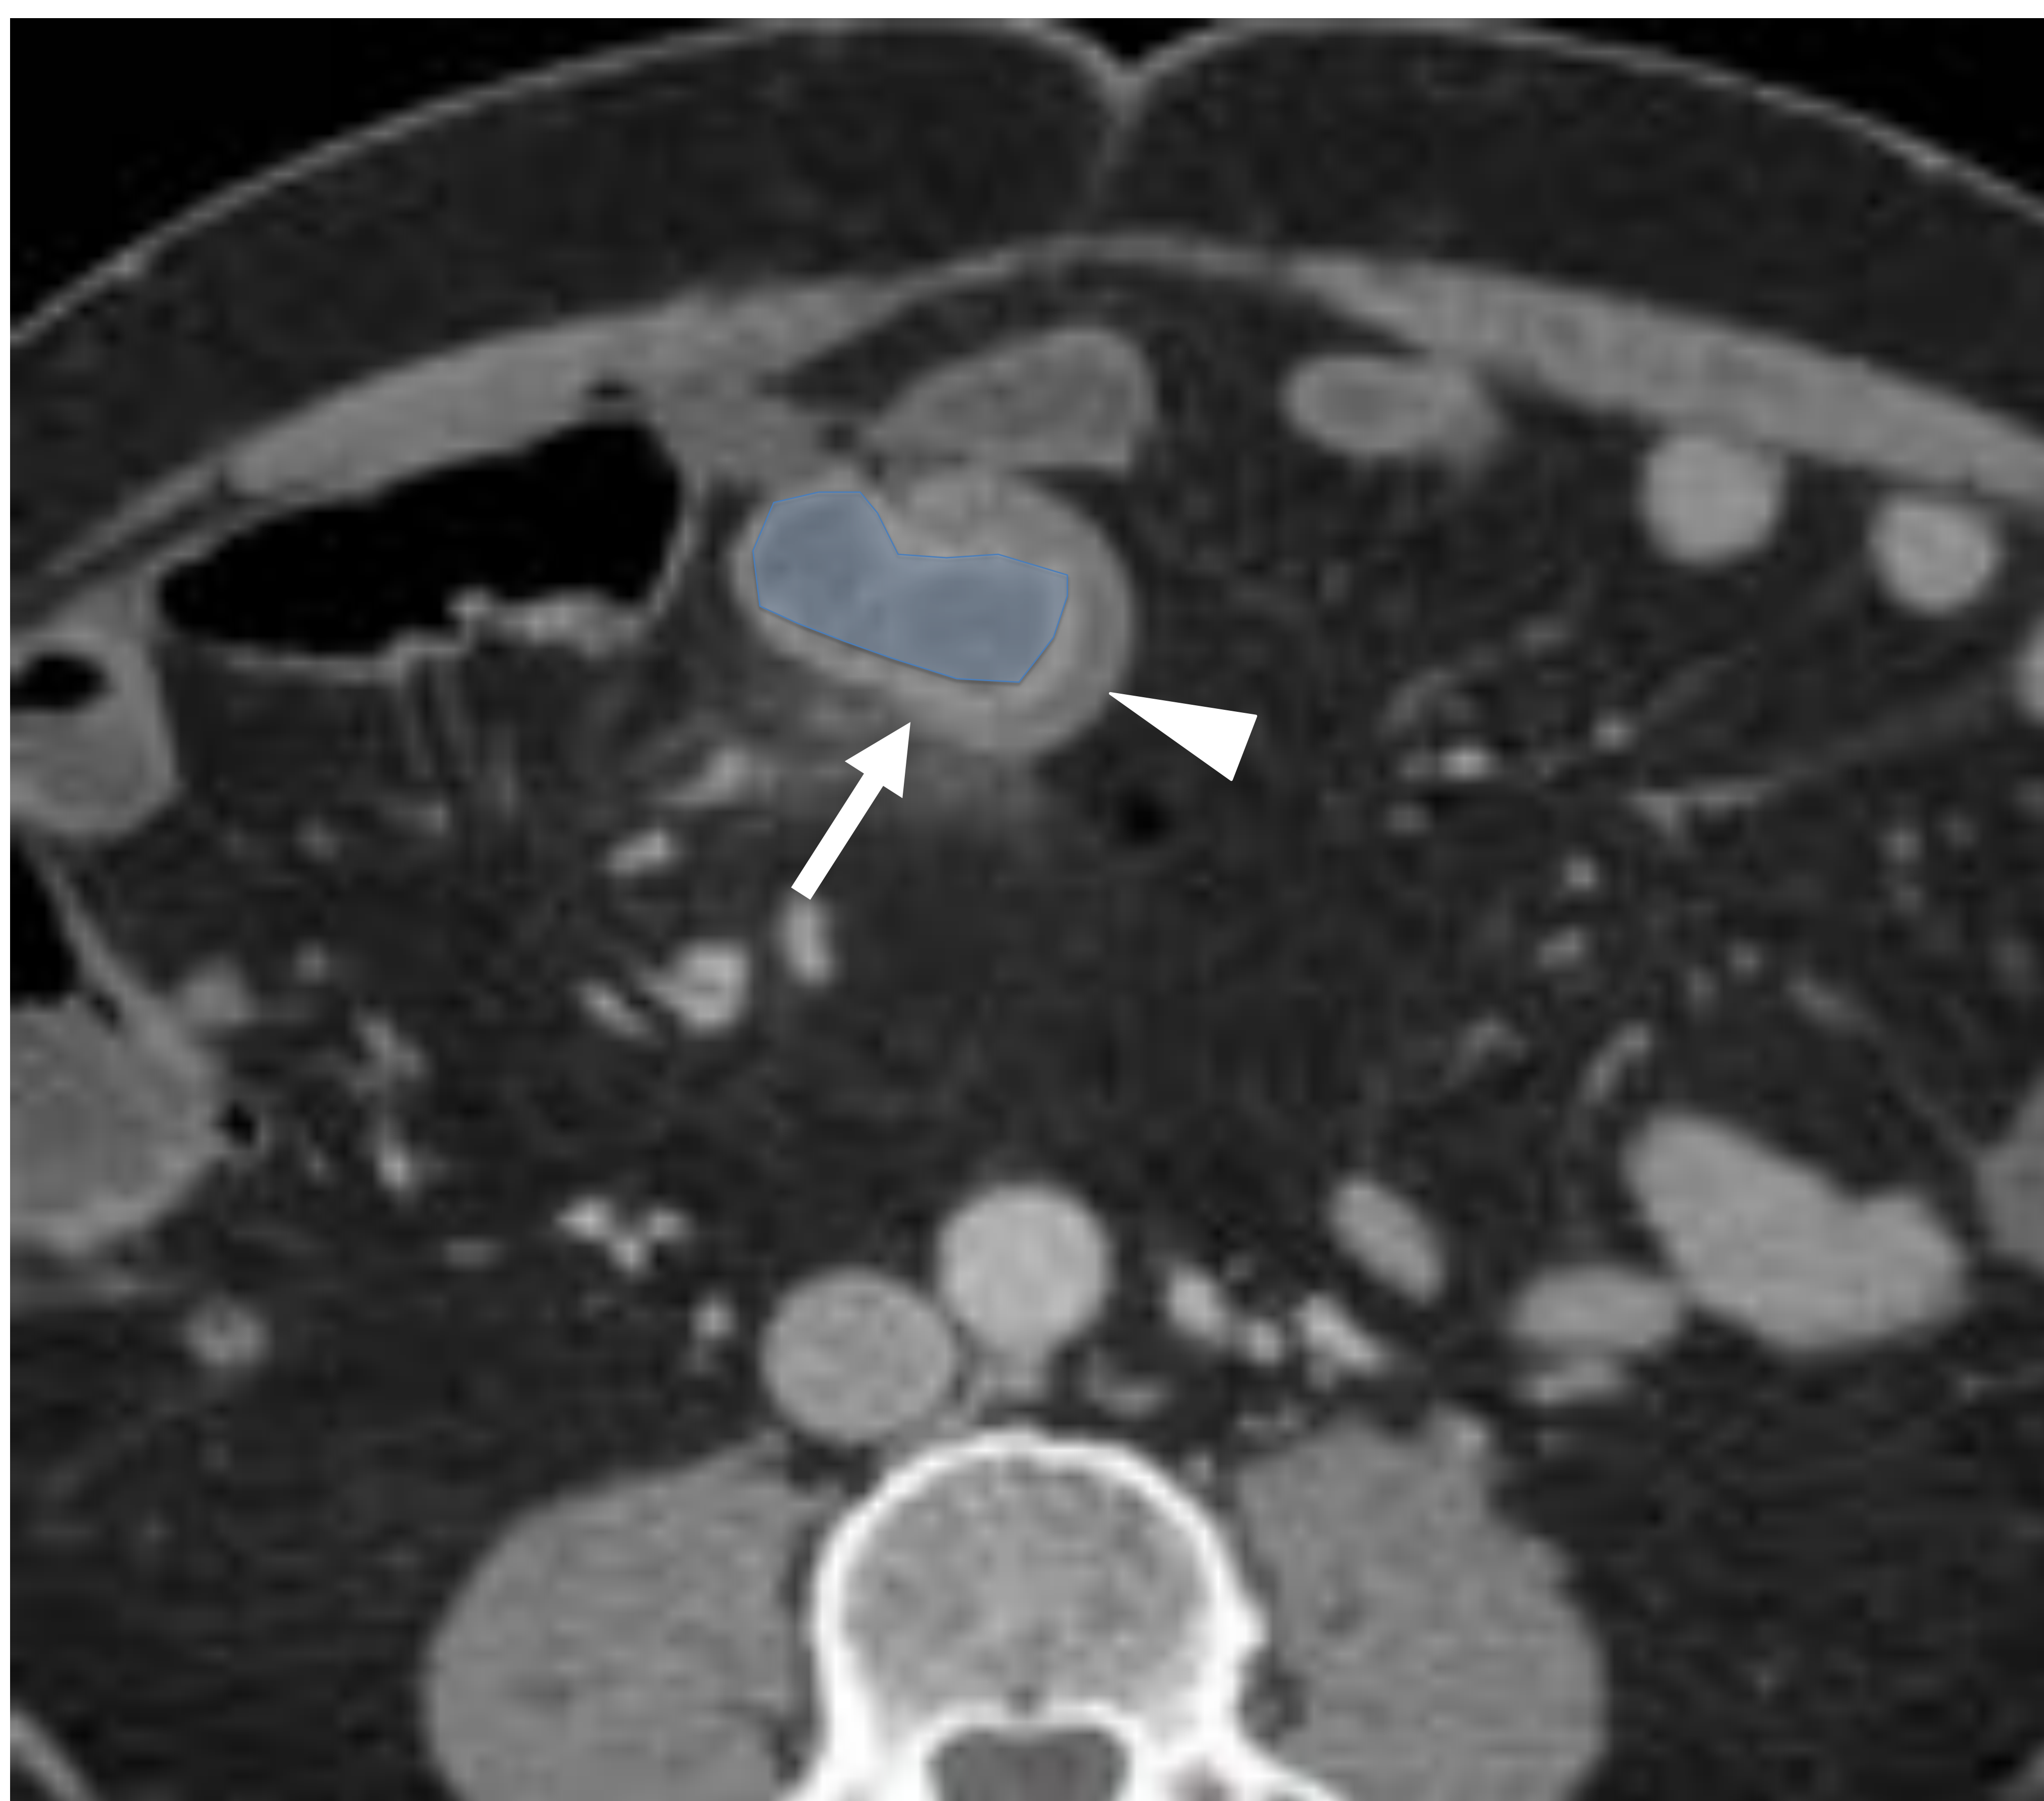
Hombre de 65 años con dolor abdominal ingresado por infarto agudo de miocardio. TC con CIV en coronal (A) y axial (B) reveló una estructura tubular en la región umbilical con mínimos cambios inflamatorios sugestiva de diverticulitis de Meckel (flechas, azul). El paciente se manejó conservadoramente por su alto riesgo quirúrgico.
